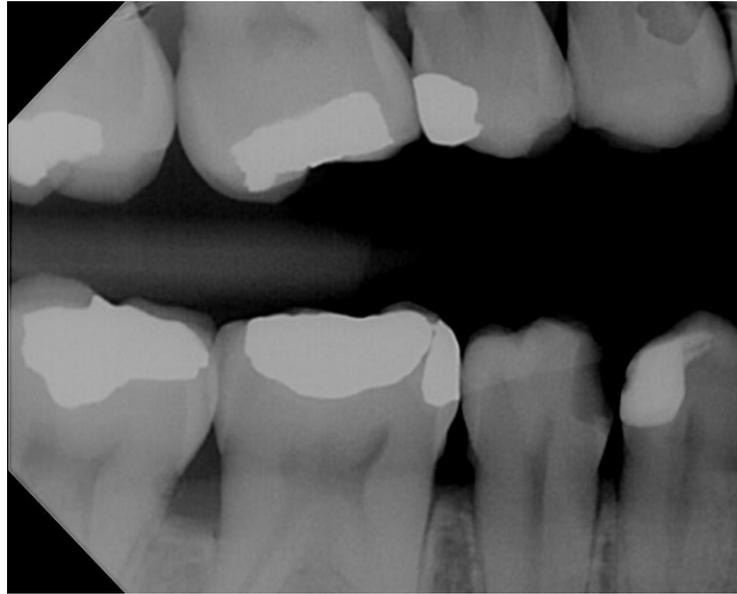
Radiografia interproximal
